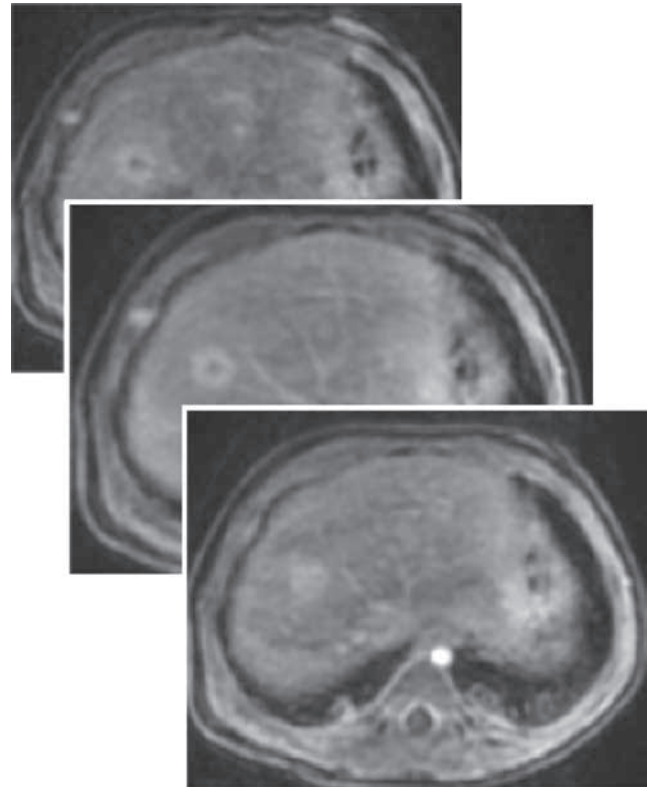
RM dinámica: captación característica de hemangioma infantil.
